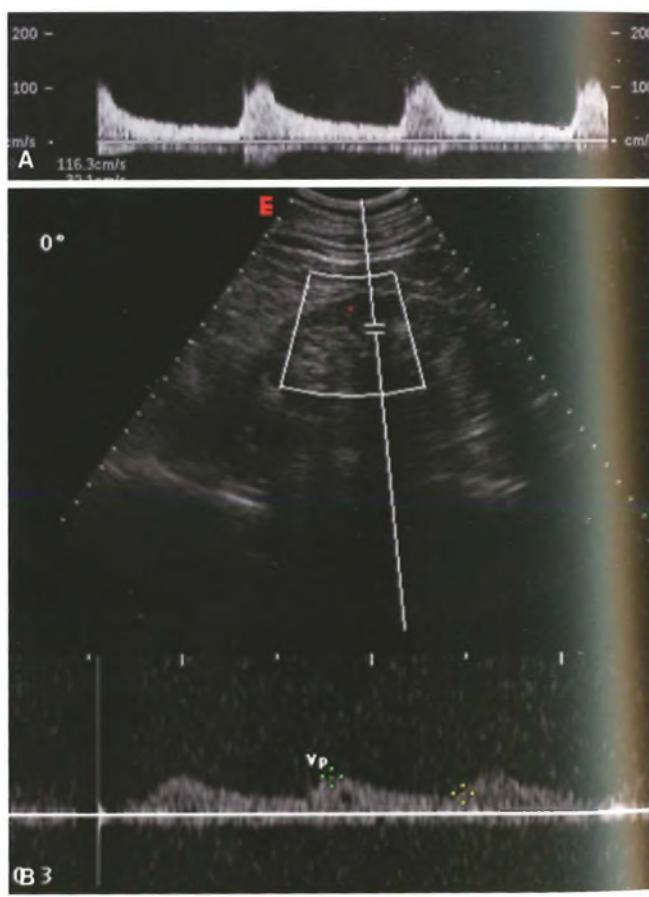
Eco-color-Doppler: diverso comportamento del velocitogramma in un soggetto normale (A) e in paziente con stenosi dell'arteria renale sinistra (B); in questo caso la lenta accelerazione sistolica e il picco sistolico ridotto e arrotondato conferiscono al velocitogramma la caratteristica di *tardus-parvus*.
